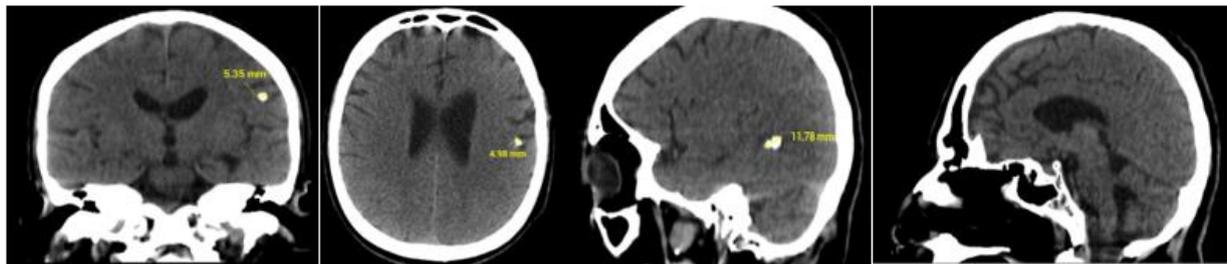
de TAC Cerebral de paciente con ECJ
